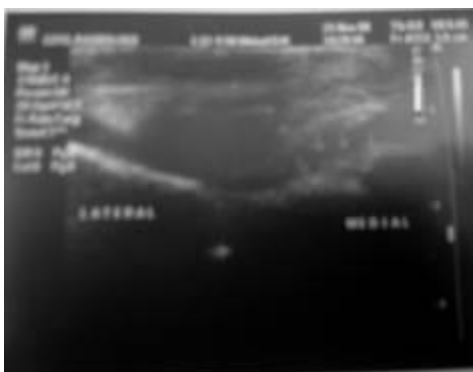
УЗИ. Явления синовита.
